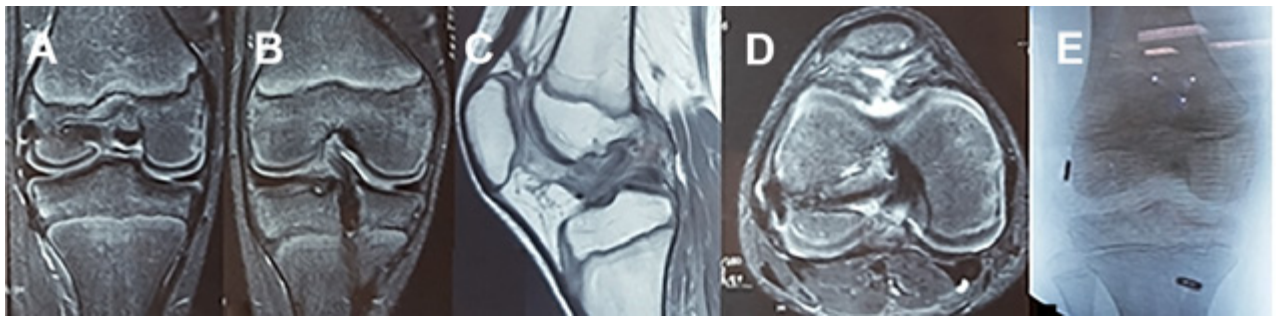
RM. A y B) Cortes coronales. Hoyo femoral y tibial en respectivas epifisis. Plástica de LCA en posición anatómica. C) Corte sagital. Visualización del neoligamento. Correcta señal e intensidad. D) Corte axial. Túnel femoral epifisario. Salida en la huella femoral. E) Rx postoperatoria. Correcta posición de túneles y material de fijación.
